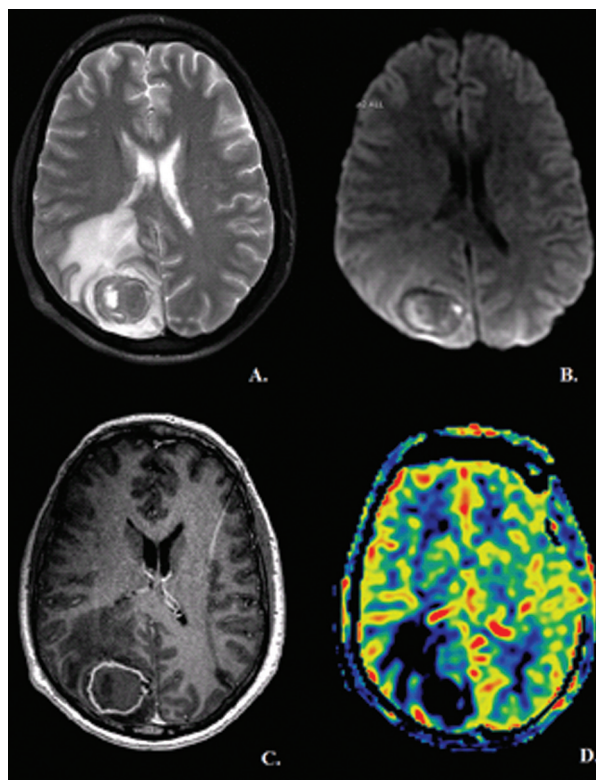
RM de cerebro: A: T2; B: Difusión; C: T1 con gadolinio; D: Mapa de perfusión RM
